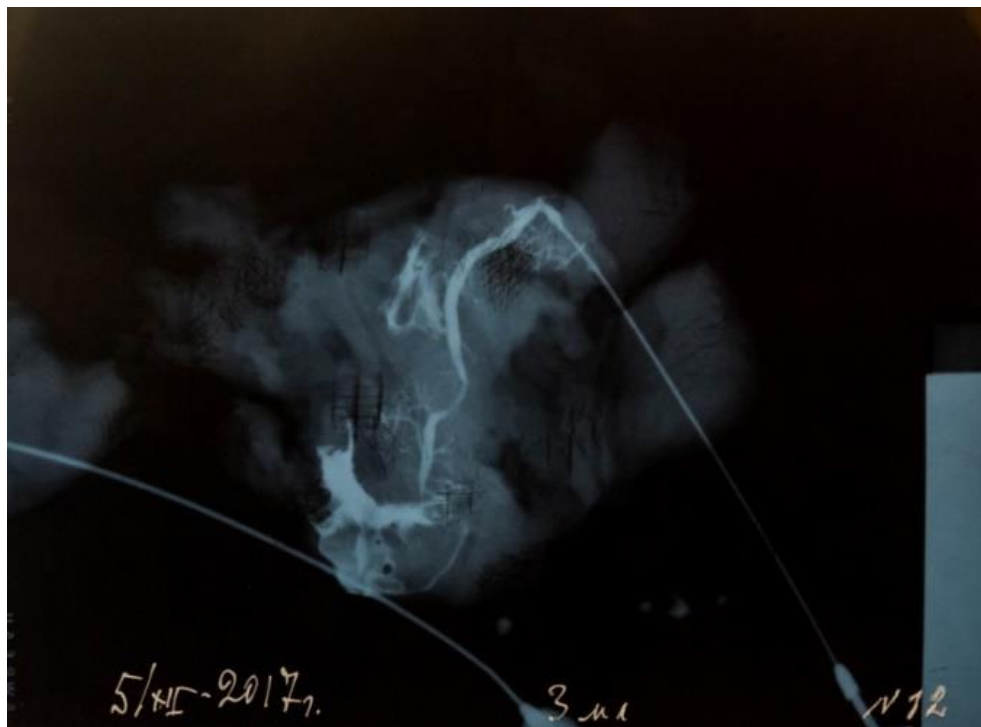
Рентгенография панкреатодуоденального комплекса, антеградная вирсунгография: длина вирсунгова протока – 80 мм, диаметр – 4 мм, в дистальном отделе вирсунгова протока имеется сужение в месте впадения в кишку протяженностью до 5 мм (возможно, посмертные изменения). Вирсунгов проток расширен в проксимальном отделе до 3 мм с сетью коллатералей. В терминальном отделе вирсунгова протока участок сужения протяженностью 10 мм в 3 см от кишки. Частично контрастирована 12-перстная кишка. Объем введенного контрастного вещества – 3 мл. Заключение: вариант нормального строения вирсунгова протока (Rg 12).
